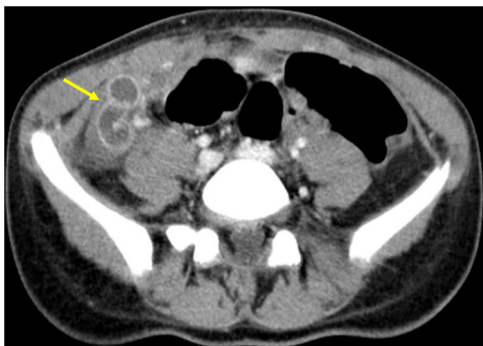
Corte axial de la TAC abdominal donde se aprecia engrosamiento y aumento del realce de las paredes de la trompa de Falopio derecha con contenido líquido en su interior.
